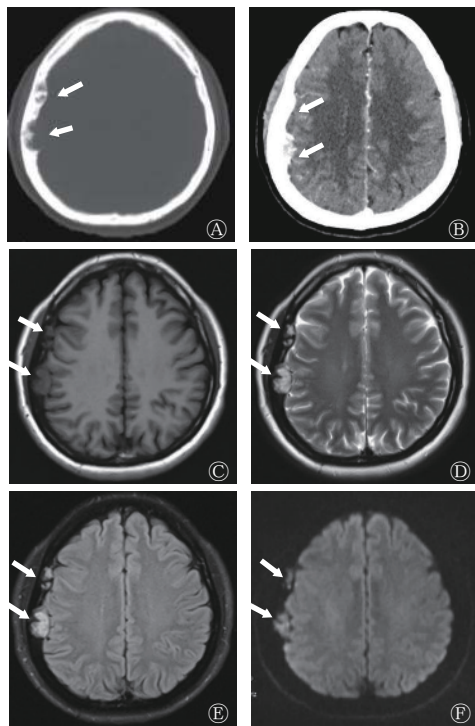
顶骨炎性肌纤维母细胞瘤患者(女性, 48岁)的CT和MRI检查图 A为CT平扫骨窗, 显示右侧顶骨见骨质破坏区, 内缘见细小骨脊和非薄骨壳(白色箭头); B为增强CT图, 显示病灶明显强化, 肿块与邻近顶叶皮质分界清晰(白色箭头); C为T1加权成像, 显示病变呈混杂长T1信号影(白色箭头); D为T2加权成像, 显示病变呈混杂长T2信号影, 周围脑组织受压(白色箭头); E为T2液体衰减反转恢复序列, 显示病变为高信号(白色箭头); F为弥散加权成像, 显示病变弥散不受限(白色箭头)。CT为计算机体层摄影术; MRI为磁共振成像
